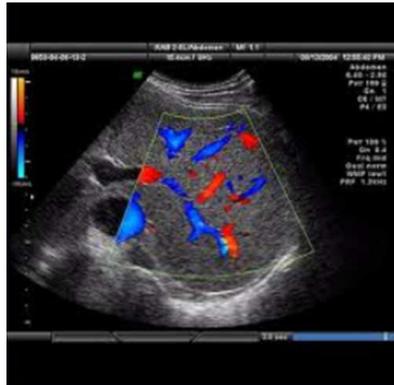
Le Doppler couleur
